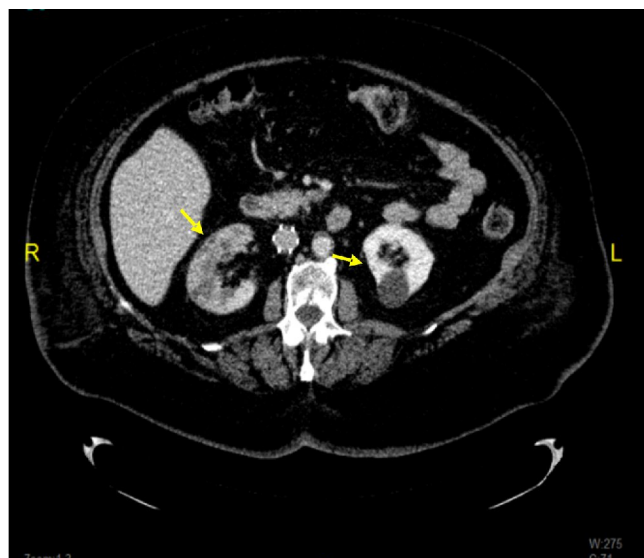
TC abdominal: lesions isquèmiques seqüelars renals bilaterals
